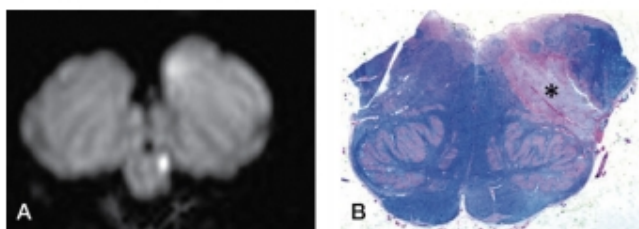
Figura e16.18 Infarto lateral del bulbo. A. RM-DWI. B. Imagen neuropatológica en la tinción para mielina (asterisco).
